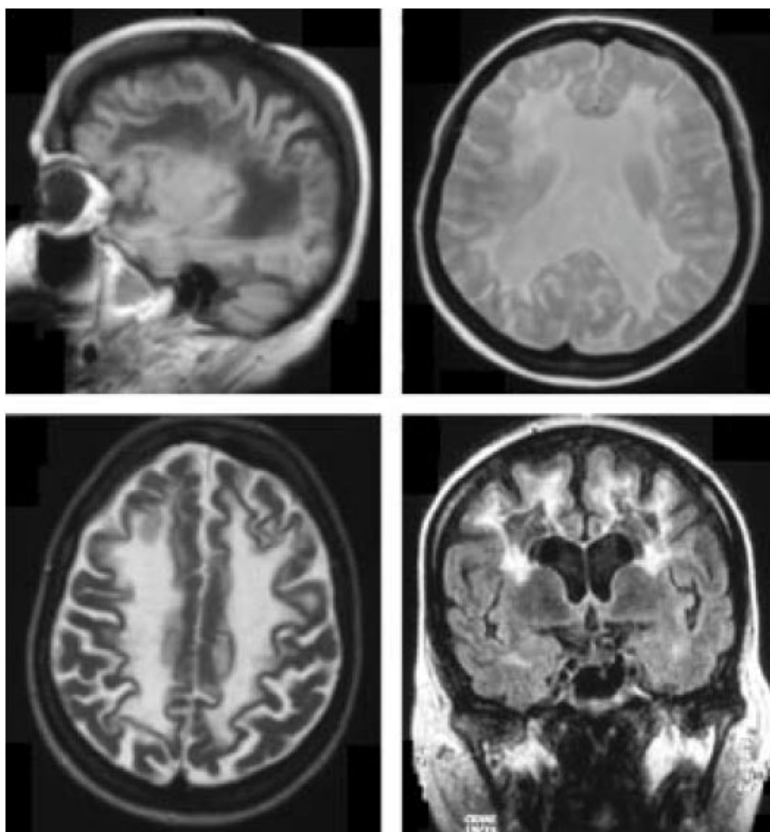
Aspects IRM de la substance blanche d'un patient CACH/VWM âgé de 5 ans en comparaison avec un sujet normal de même âge. La substance blanche a un signal proche du LCR sur les séquences pondérées T1 et T2. Des zones cavitaires apparaissent dans la substance blanche frontale en FLAIR.
